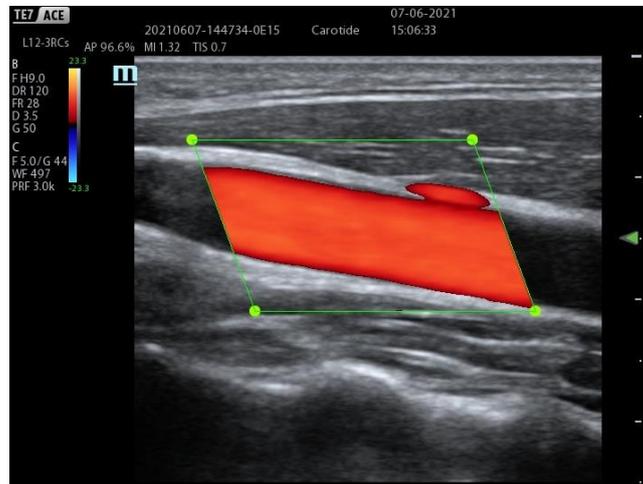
Visualisation des flux sanguins dans une carotide avec le doppler couleur
